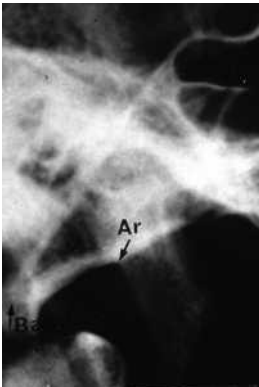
Punkt Artikulare (Ar): Am Schädel (oben) ist der Punkt nicht vorhanden, erst in der Überlagerung der Strukturen im Fernröntgenbild wird er erkennbar. Untern rechts sind die häufig vorhandenen Doppelkonturen zu erkennen.
